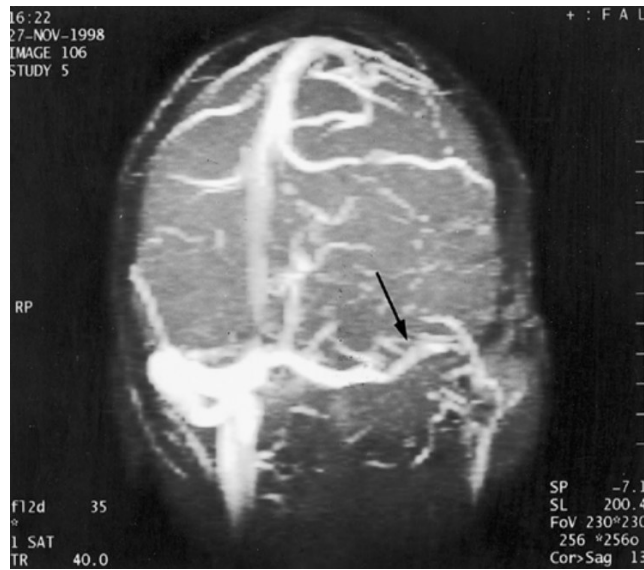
IRM angiographique avec une séquence permettant de visualiser les veines. Une thrombose veineuse cérébrale du sinus latéral gauche est indiquée par la flèche. (source : V. Wolff, CHU-Strasbourg)*
